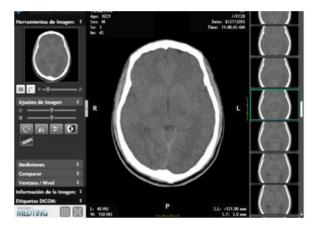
Tomografía de control
